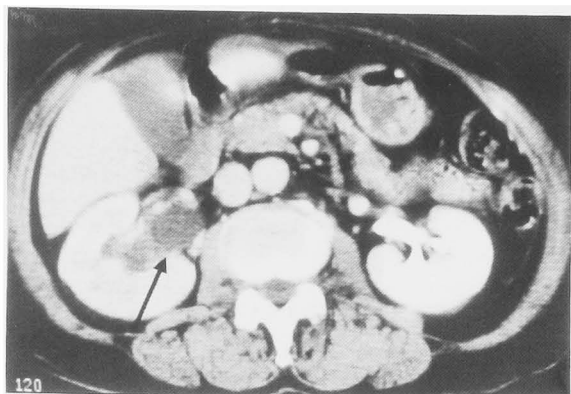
Abdominal CT scan shows a mass (3×3×2 cm) which has a lower density than the renal parenchyma in the right renal pelvis. Dynamic CT scan shows a non-enhanced mass.
